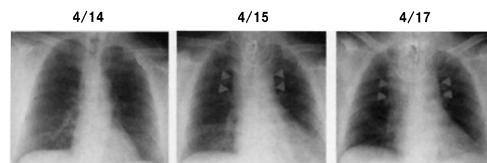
The chest X-ray after operation (case 1)
